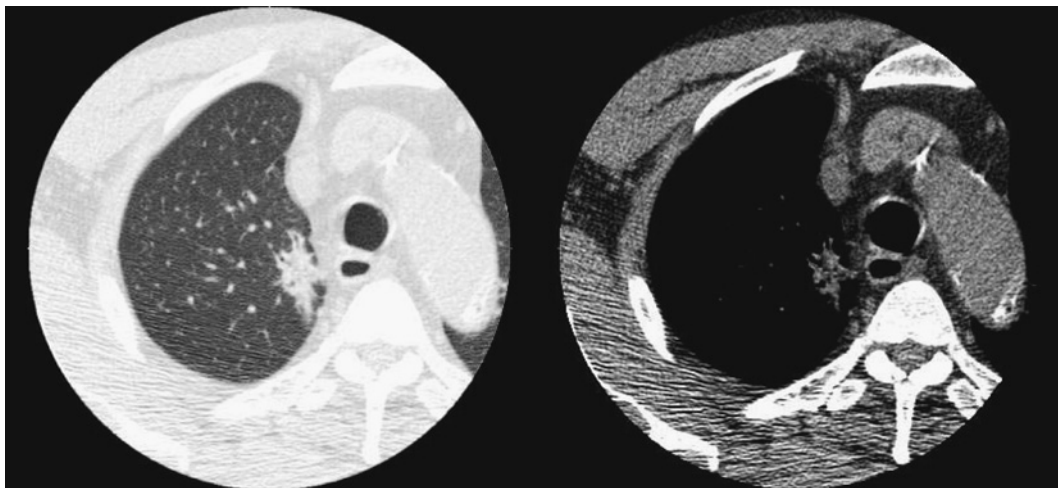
Chest CT shows an irregular tumor shadow in the right upper lobe.
